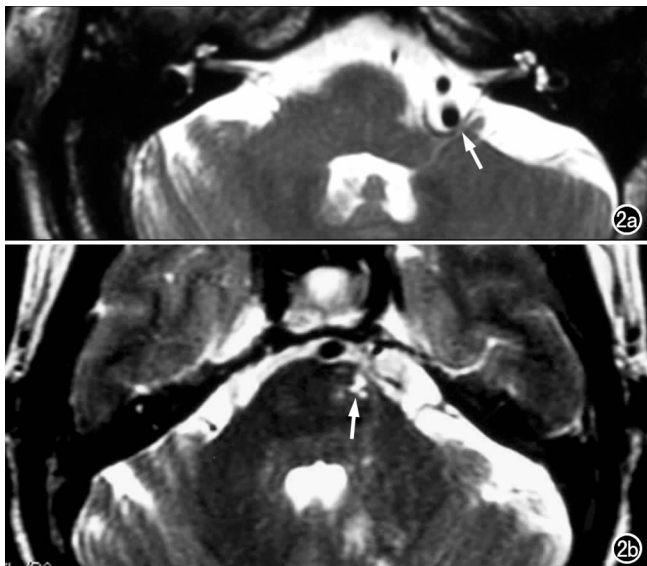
a) MRI 示左侧椎动脉压迫左侧桥小脑臂及面神经起始部(箭); b) 上一层面 MRI 示桥脑及小脑有梗死灶(箭)。
